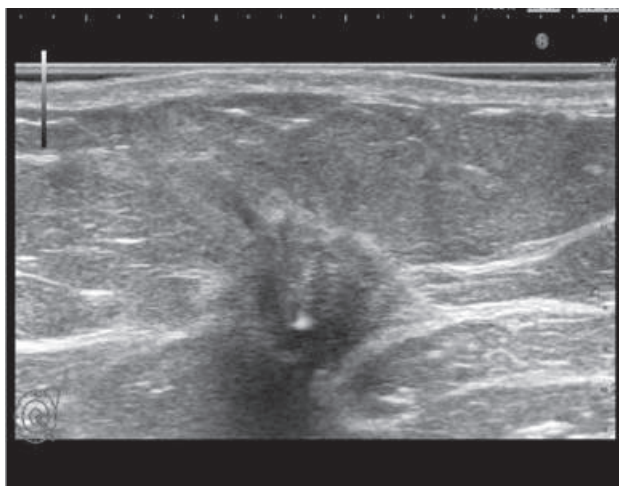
Тонкоигольная биопсия под контролем УЗИ
